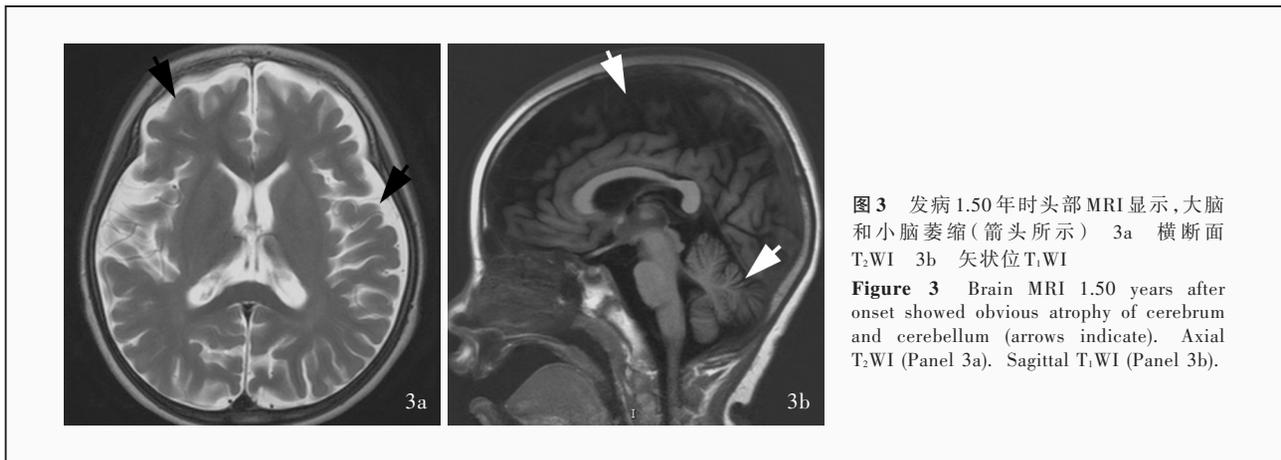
发病1.50年时头部MRI显示,大脑和小脑萎缩(箭头所示) 3a 横断面T<sub>2</sub>WI 3b 矢状位T<sub>1</sub>WI
